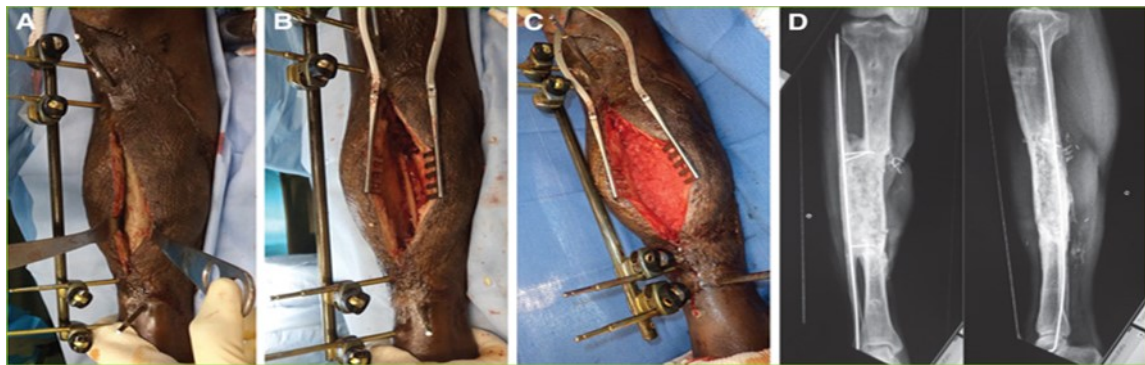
Second de la TMI (même patient que sur le figure n°64) : ouverture de la membrane (A), retrait du ciment (B) , greffe spongieuse massive (C) et radiographies à consolidation (D) [92]
